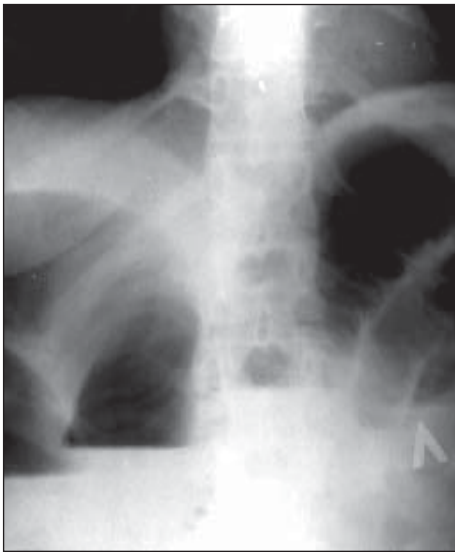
Чаші Клойбера і пневматоз кишечника. Рентгенограма.
